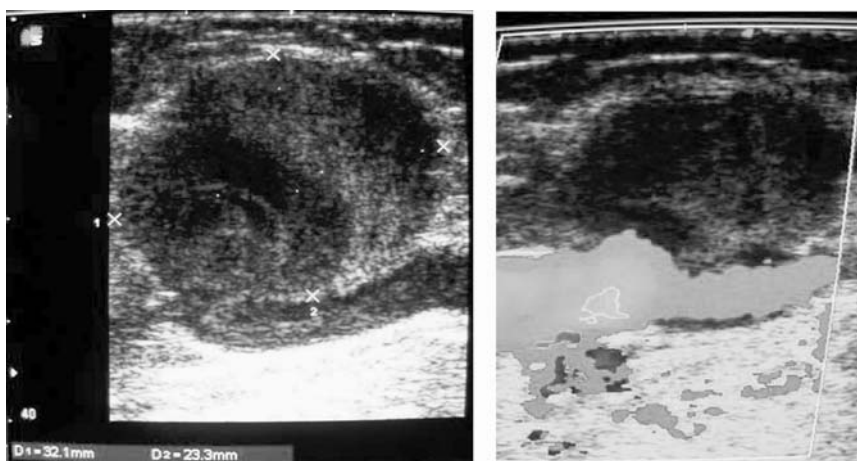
Aspectul duplex-ultrasonografic al AVS
